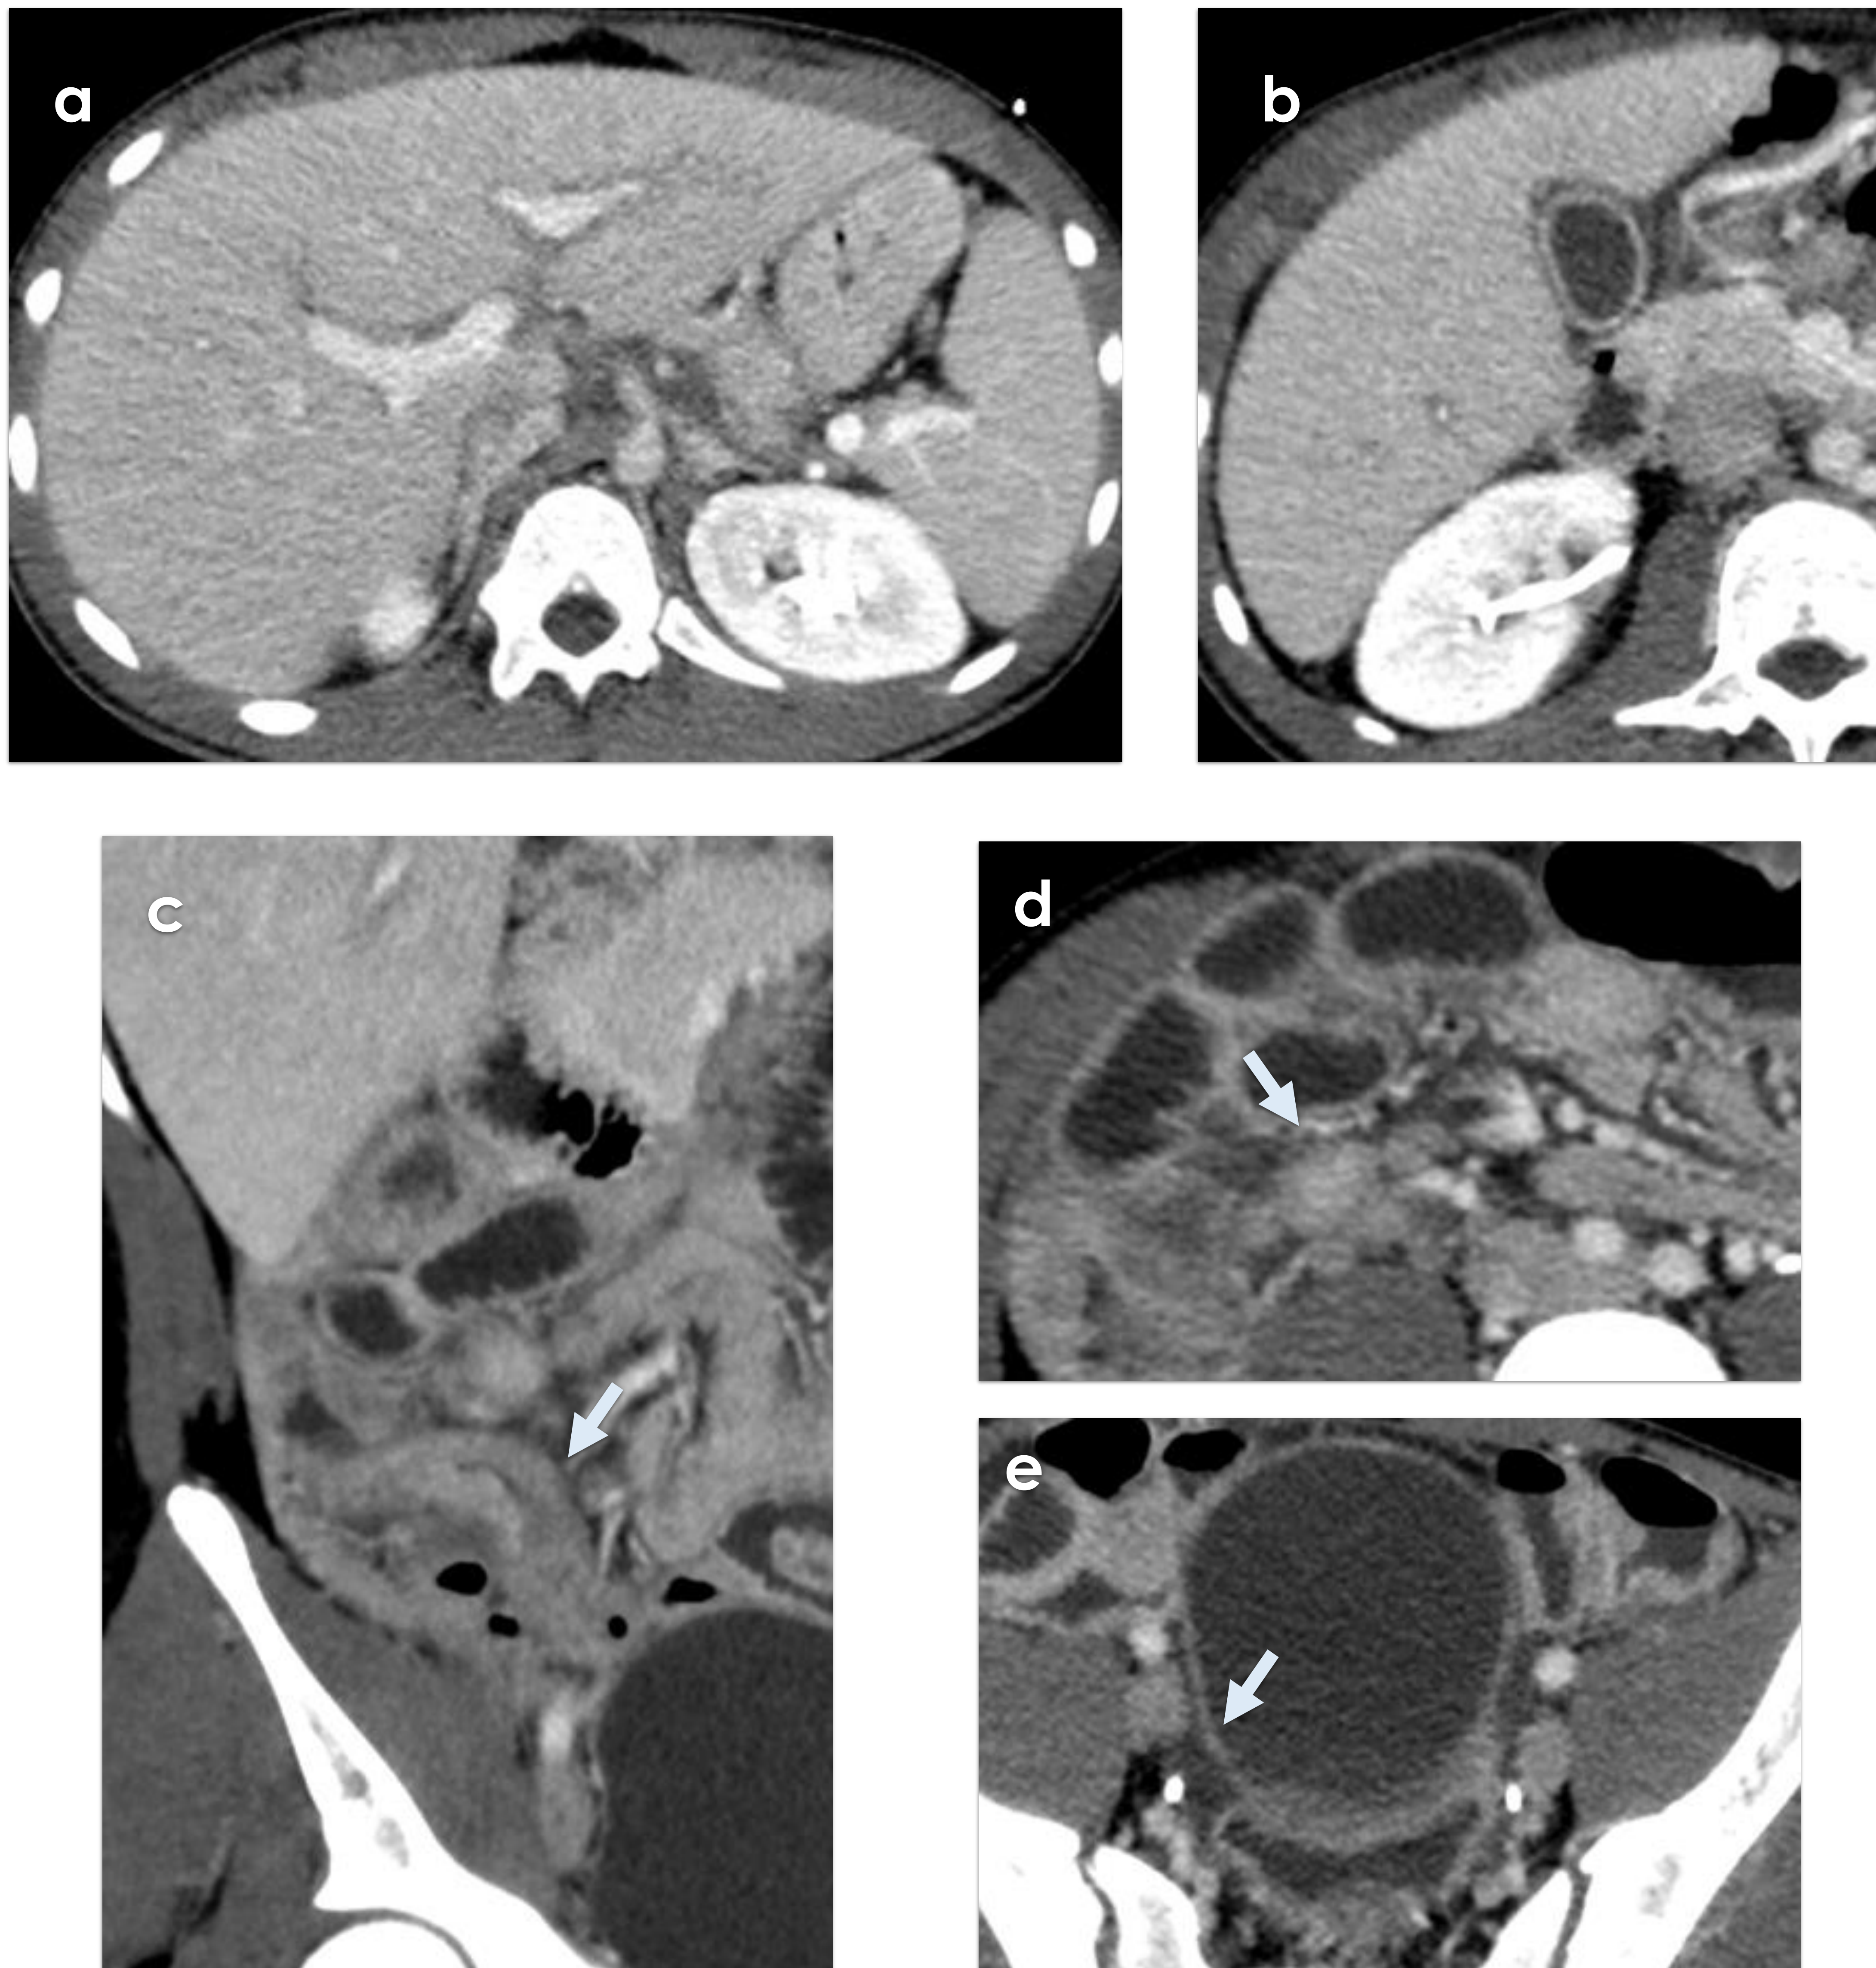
Mismo paciente que Figura 1. TC abdominal que muestra la presencia de edema periportal y perivesicular (a y b). En FID se observan cambios inflamatorios con engrosamiento e hiperrealce mural de íleon terminal (flecha en c) así como edematización de la grasa adyacente, con adenopatías (flecha en d) y pequeña cantidad de ascitis en pelvis (flecha en e).
